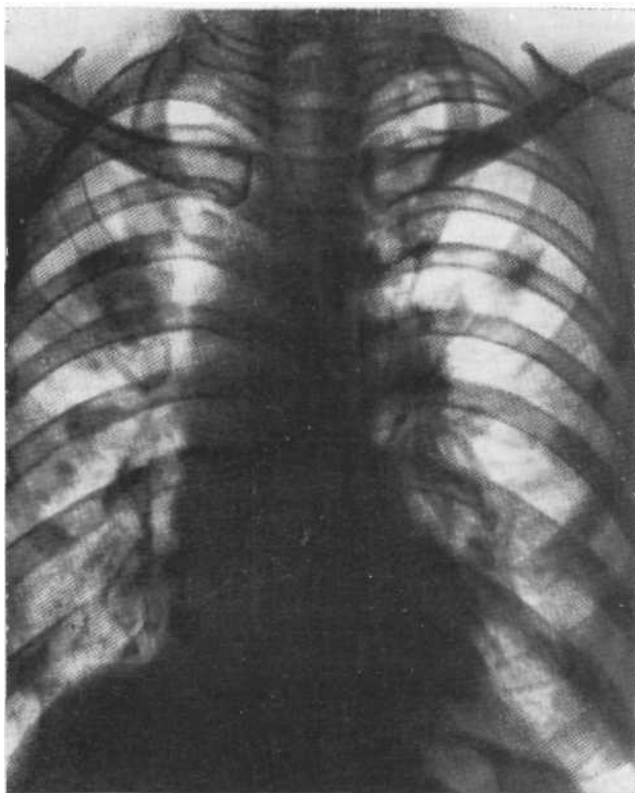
Обзорная рентгенограмма. Аспергиллез легких (пневмоническая форма).
